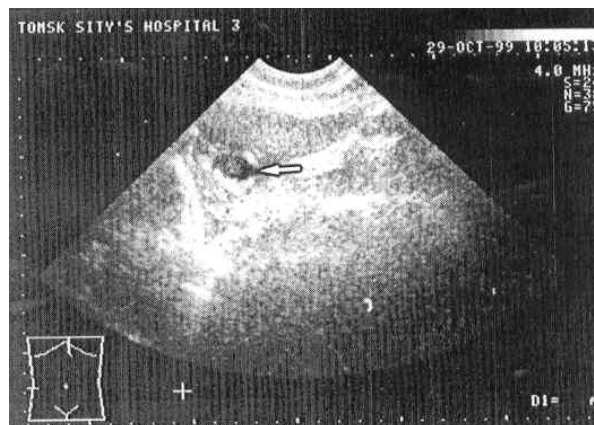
УЗИ: описторхозный абсцесс левой доли печени
